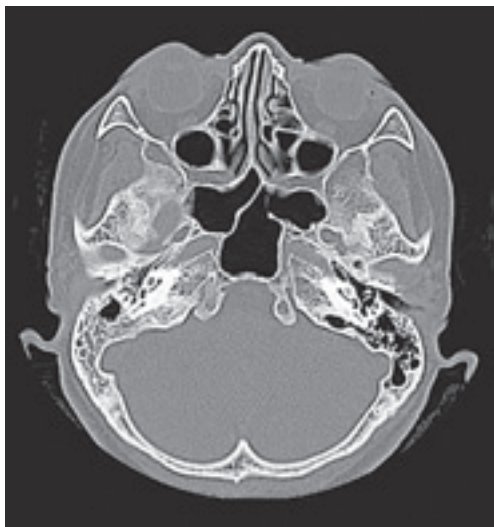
CT of the head showed fluid collection in the right mastoid antrum
